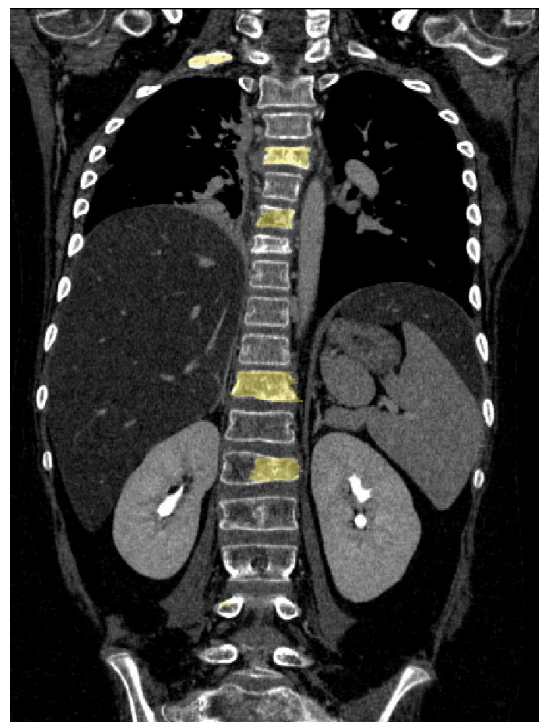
骨転移データベースの一例。冠状断面画像。CT 画像にスーパーインポーズされた黄色の領域が、手動的に入力された骨転移領域を示す。骨転移の形態と詳細な境界が入力されており、骨転移自動検出ソフトウェアの開発に不可欠な学習データである。
